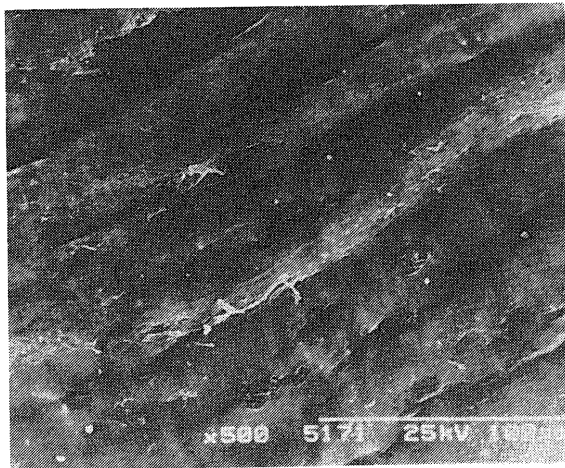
CTグラフト（上段）およびGAグラフト（下段）の内壁表面の走査型電子顕微鏡による写真
